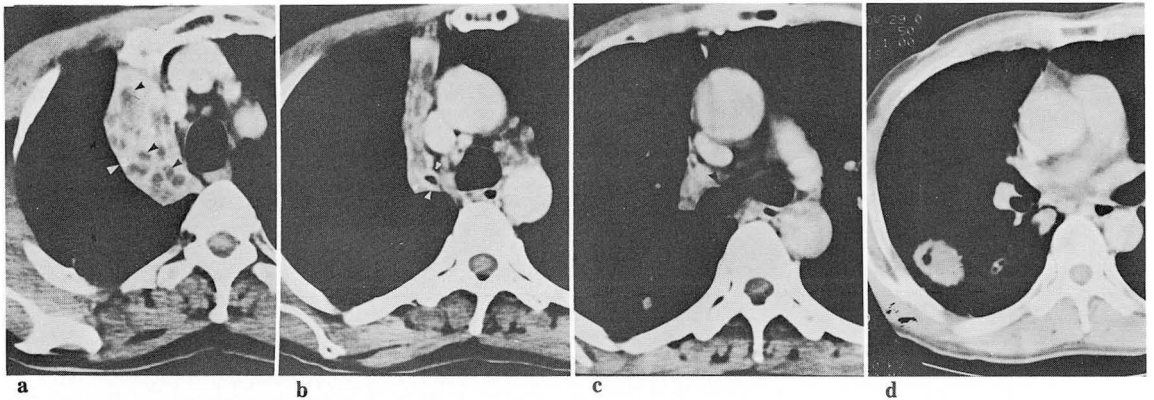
A 60-year-old man. a., CT shows the collapsed RUL, dilated bronchial lumen filled with mucus(black arrowheads) and also spotty calcification(white arrowheads) on the collapsed parenchyma. b & c, CT shows a buckling deformity on the anterior wall of the right main bronchus(black arrowheads on c) and gradual tapering off of the RUL bronchus(white arrowheads on b). The RUL bronchial wall is uniformly thickened(white arrowheads on b). D, CT shows a pulmonary nodule proved to be tuberculoma by fine needle aspiration biopsy.
